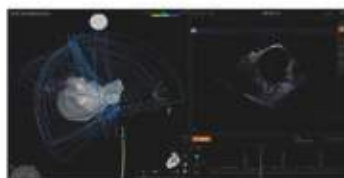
Ultrasound Map: 3D reconstruction of the left atrium (LA) and adjacent anatomical structures. By automated two-dimensional 3D contour detection of left atrial (LA) shell (yellow line), pulmonary vein (green line), left atrial appendage (purple line).
